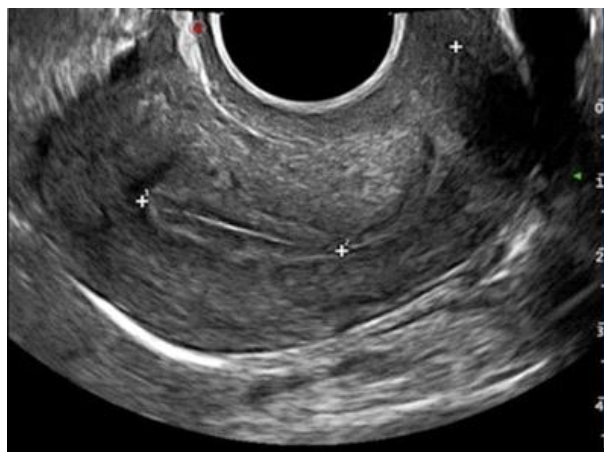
Эхограмма (УЗИ) шейки матки в норме
